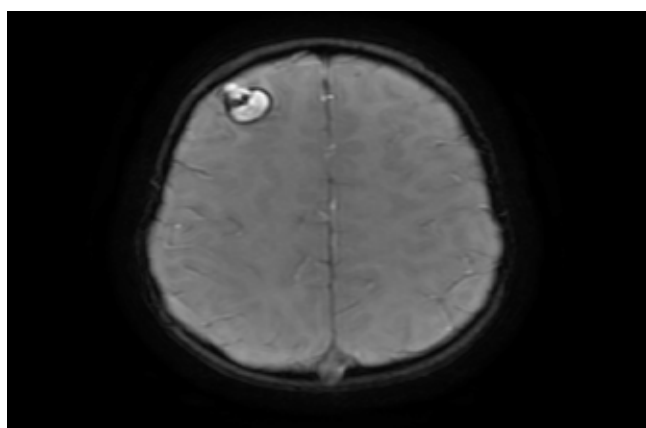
RMN en T1 donde se observa lesión ocupante de espacio frontal derecha, bilobulada hiperintensa.
